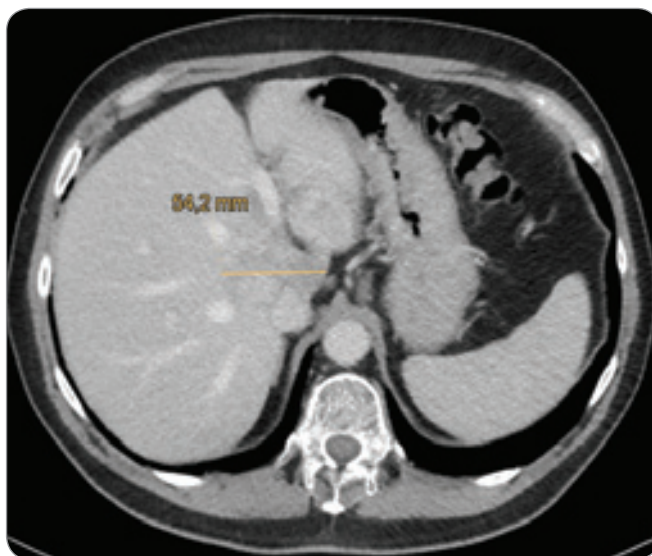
Kontrolní CT z průběhu léčby systémovou terapií.
